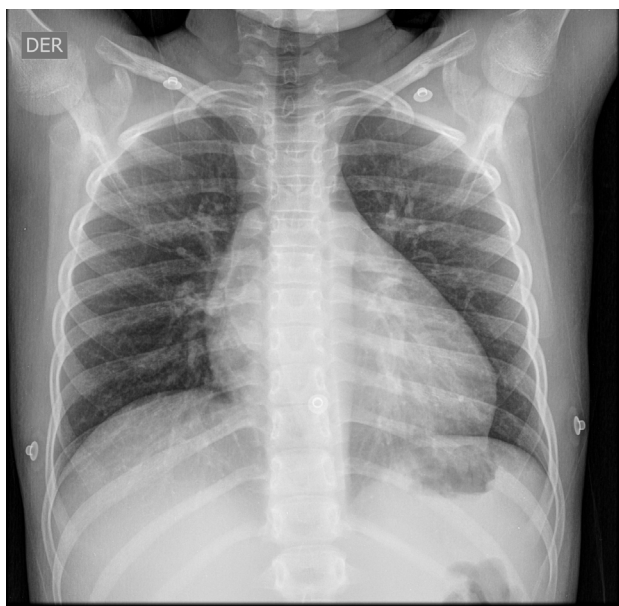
Radiografía de tórax: cardiomegalia grado I
